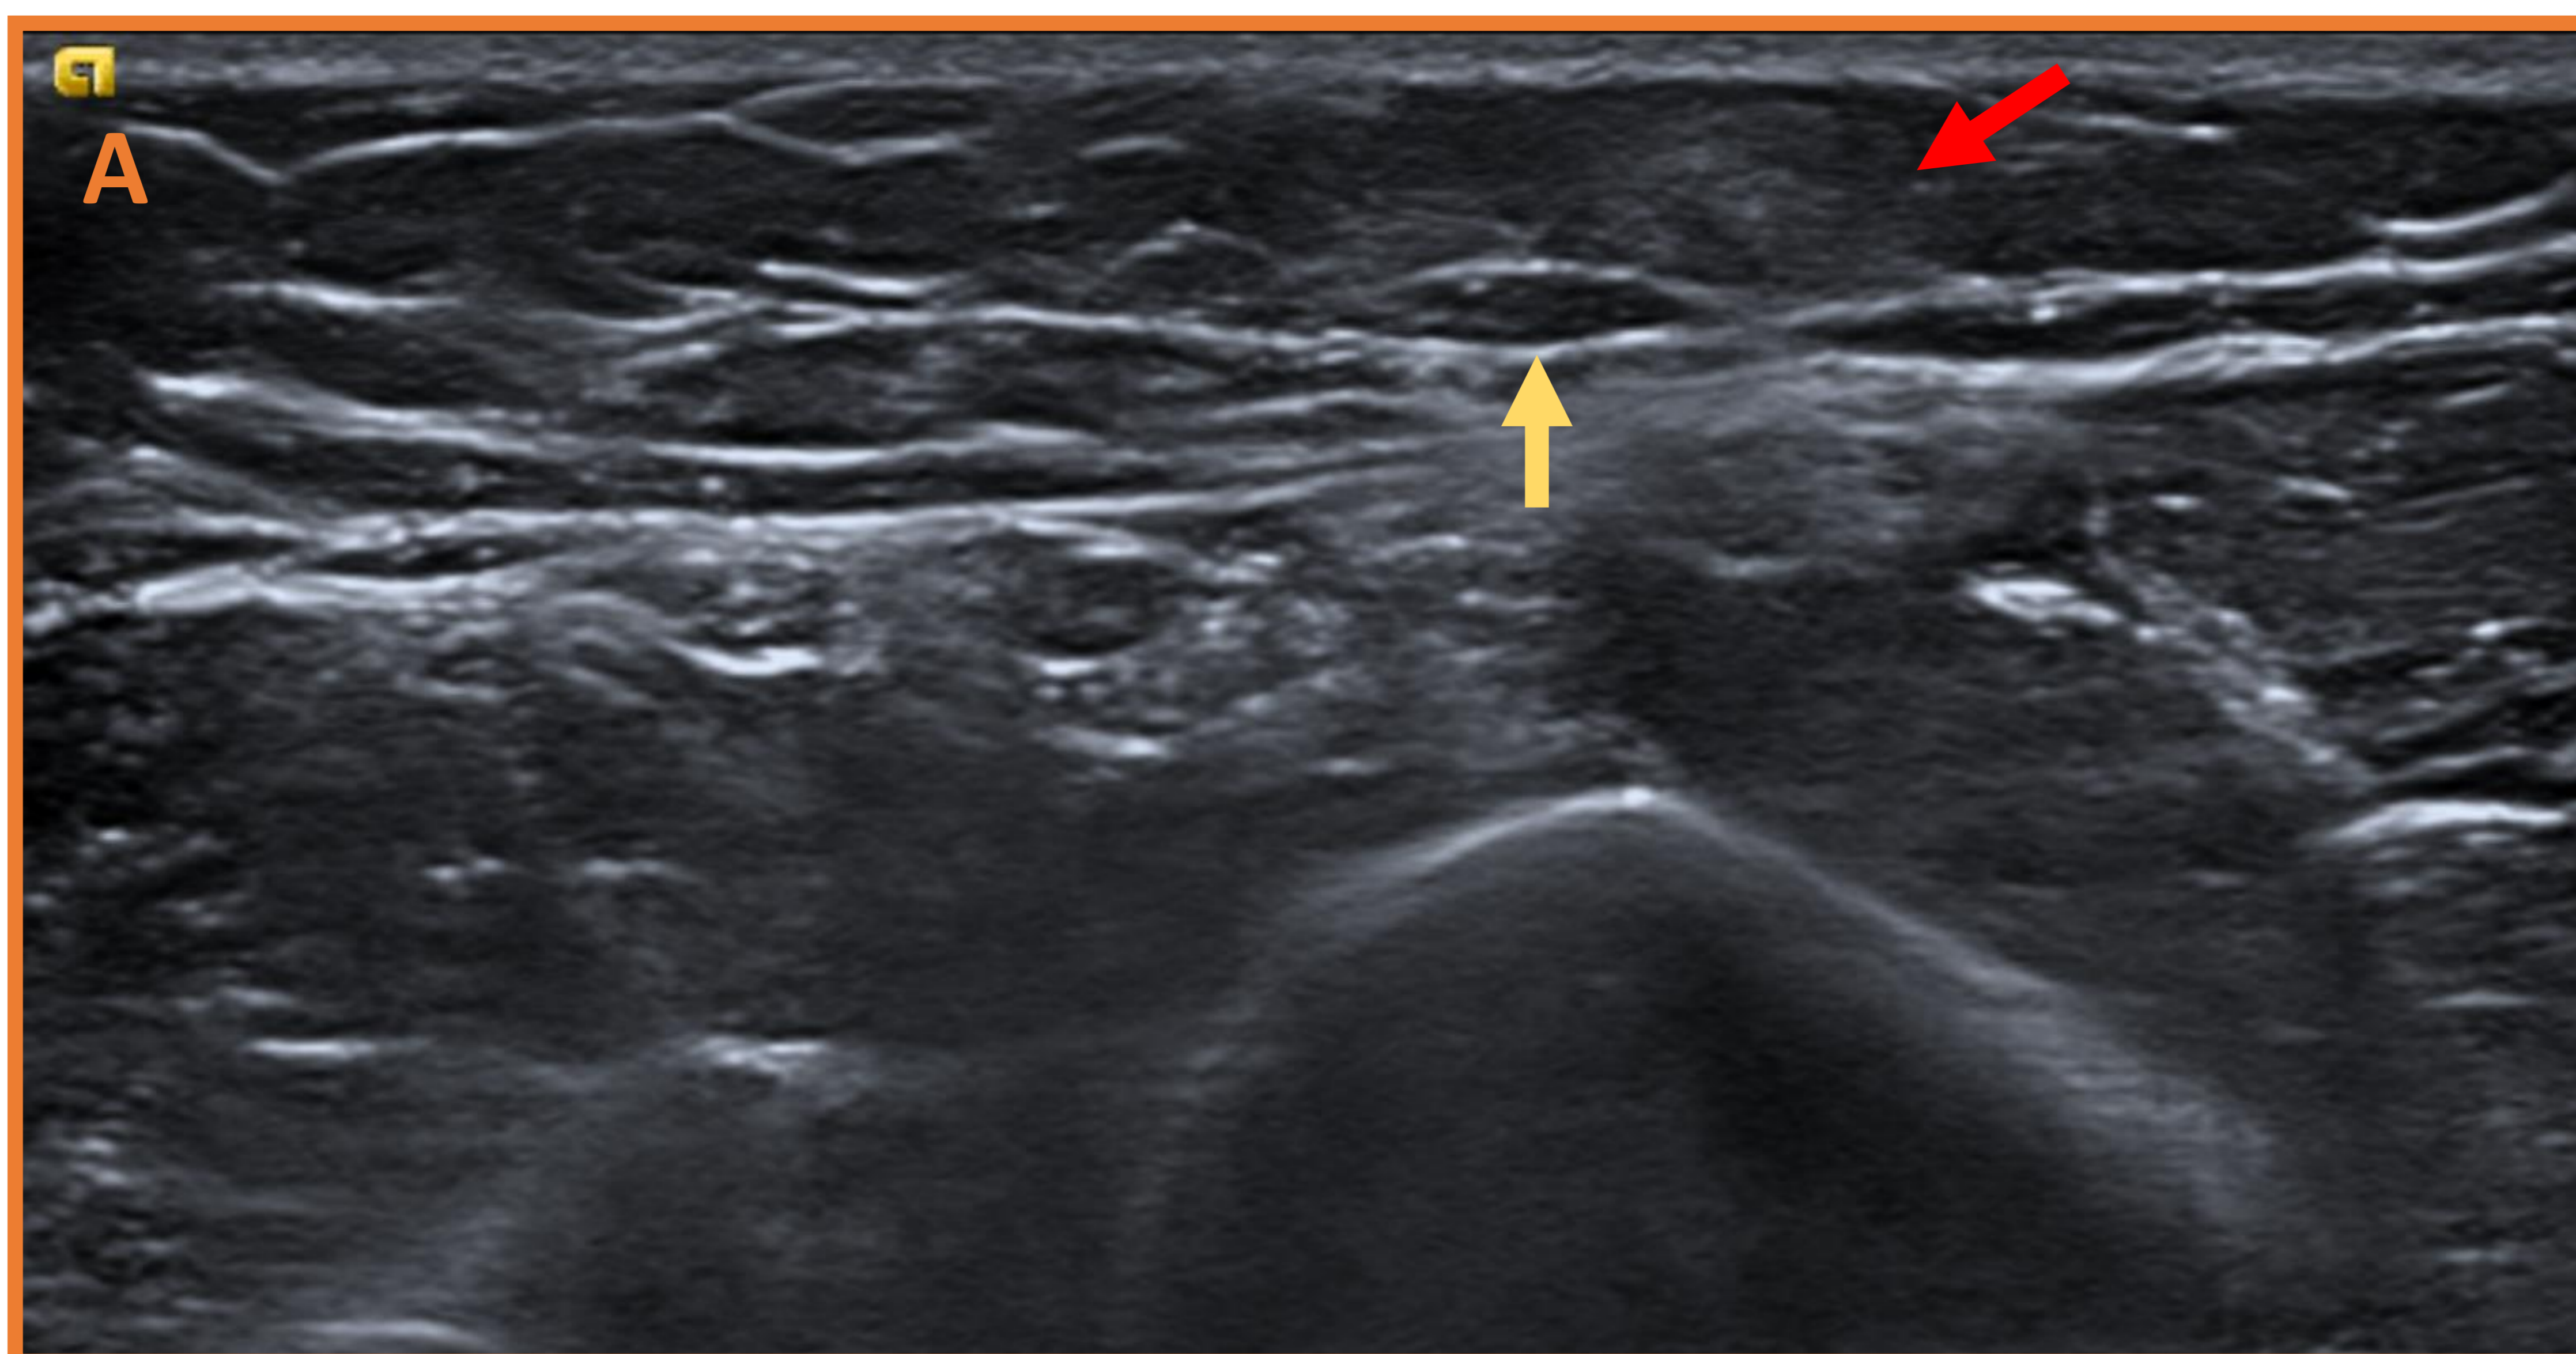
Ecografía en Modo B. En la ecografía dirigida a la valoración del cordón palpable axilar derecho se identifica una estructura anecoica con paredes ecogénicas (→). Asocia hiperecogenicidad de la grasa cercana (→).
